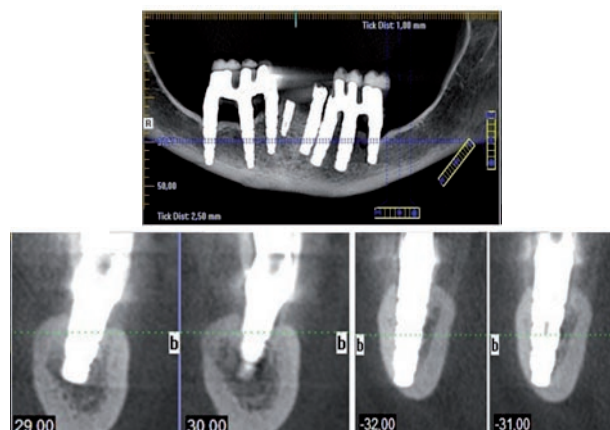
Esquerda, panorâmica tomográfica; cortes tomográficos *cone beam* 29 e 30, implante na região do elemento 36; cortes tomográficos *cone beam* -31 e -32, implante na região do elemento 46. Observar que ambos os implantes dentários estão localizados na intimidade do canal mandibular.
